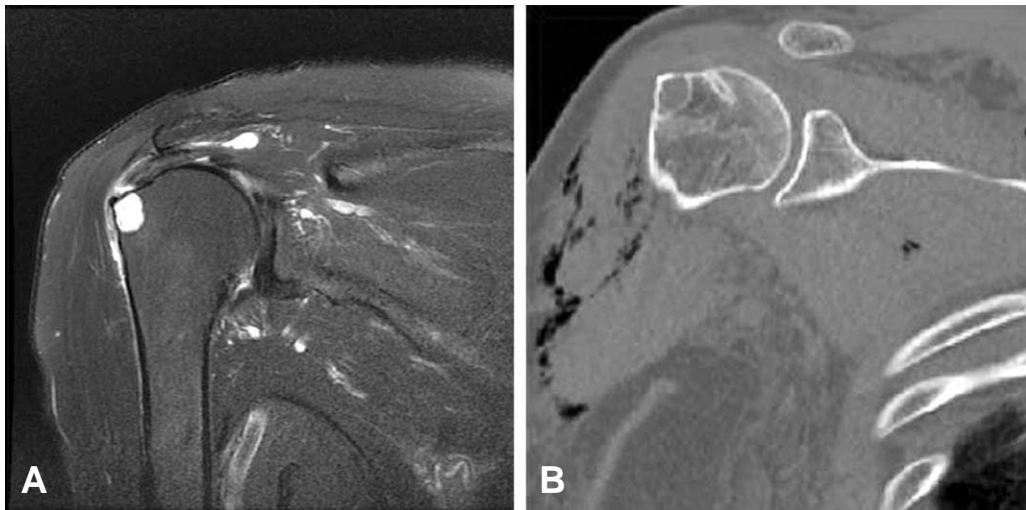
The technique to avoid large bone cyst in repairing rotator cuff tear by suture-bridge technique. (A) Preoperative magnetic resonance imaging, (B) postoperative computed tomography.
